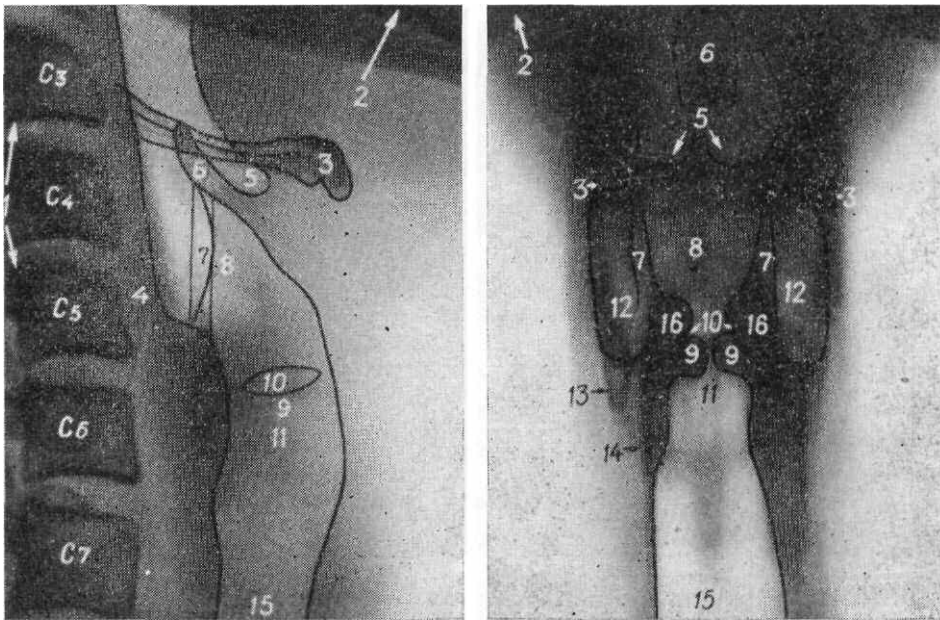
Рентгенограмма гортани в боковой и томограмма в задней проекциях.
